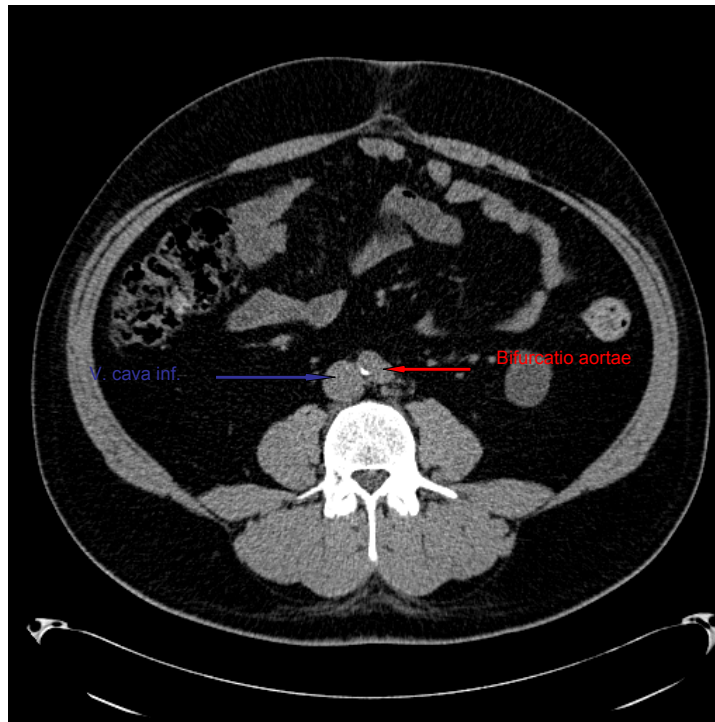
CT Bild 1, Verkalkung Grad 1
